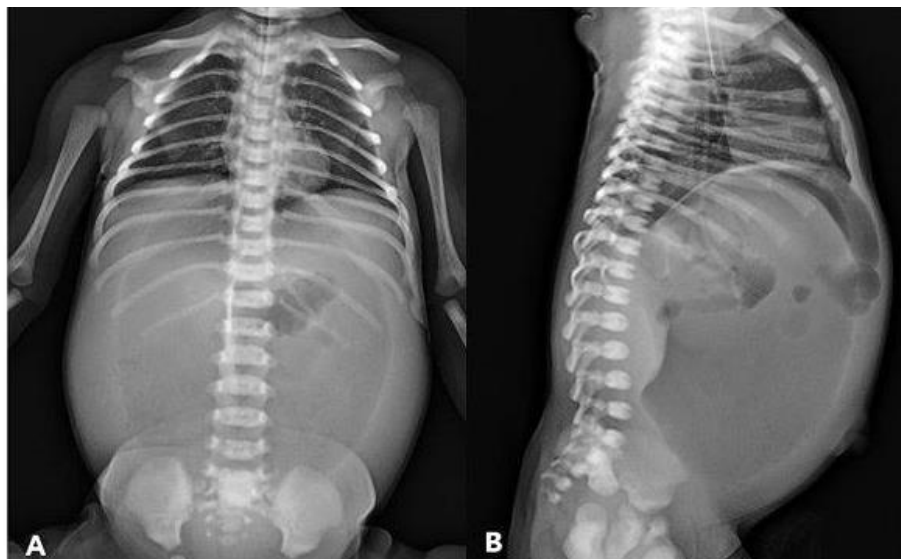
Abdominal radiograph shows pneumoperitoneum (A) and the absence of distal gas (B) at 5 days after birth.
